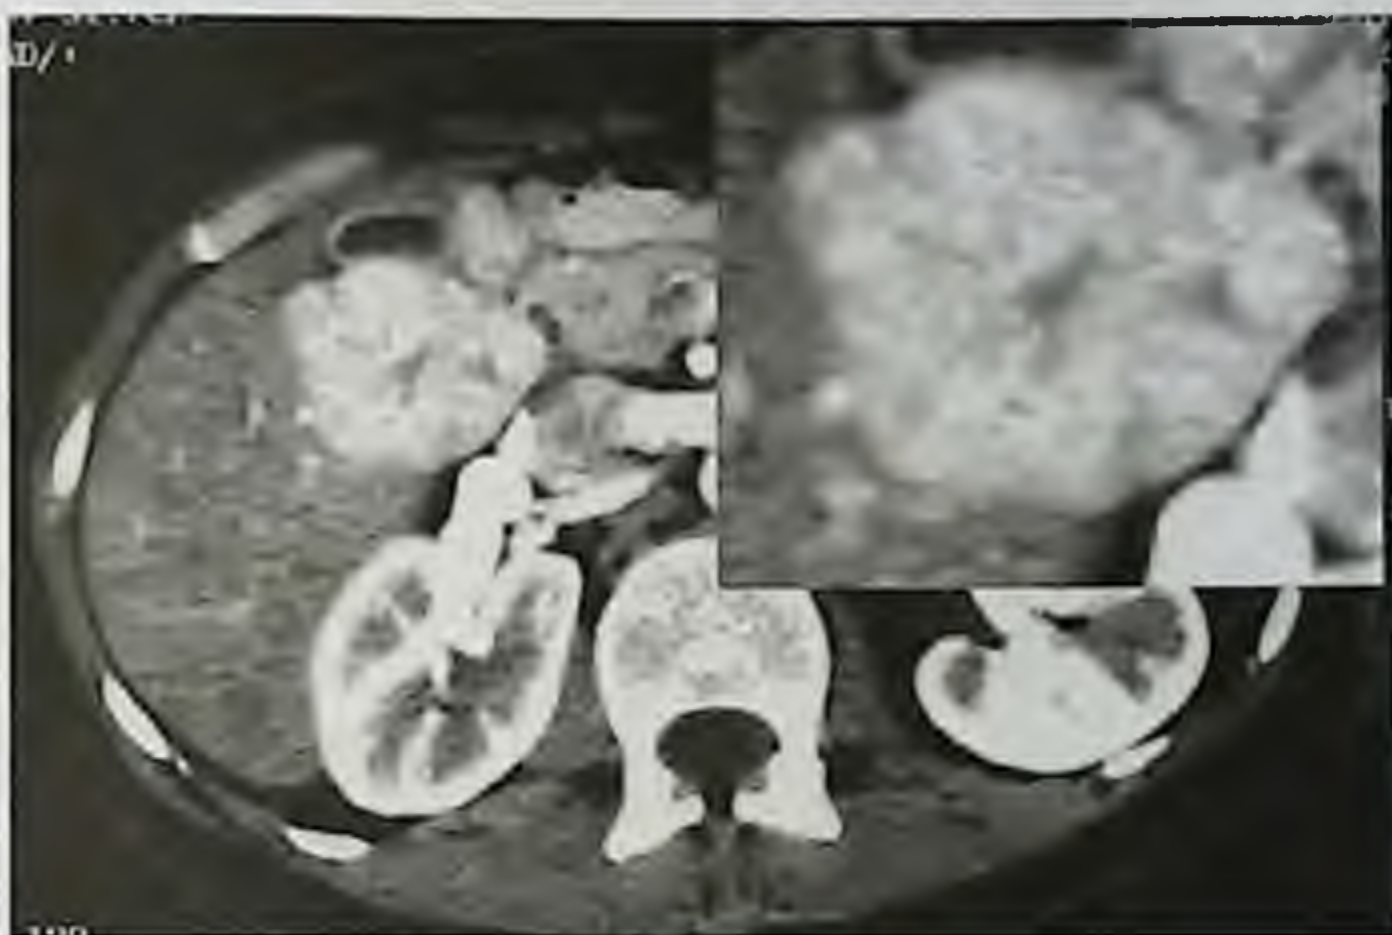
П51. Компьютерная томограмма.
